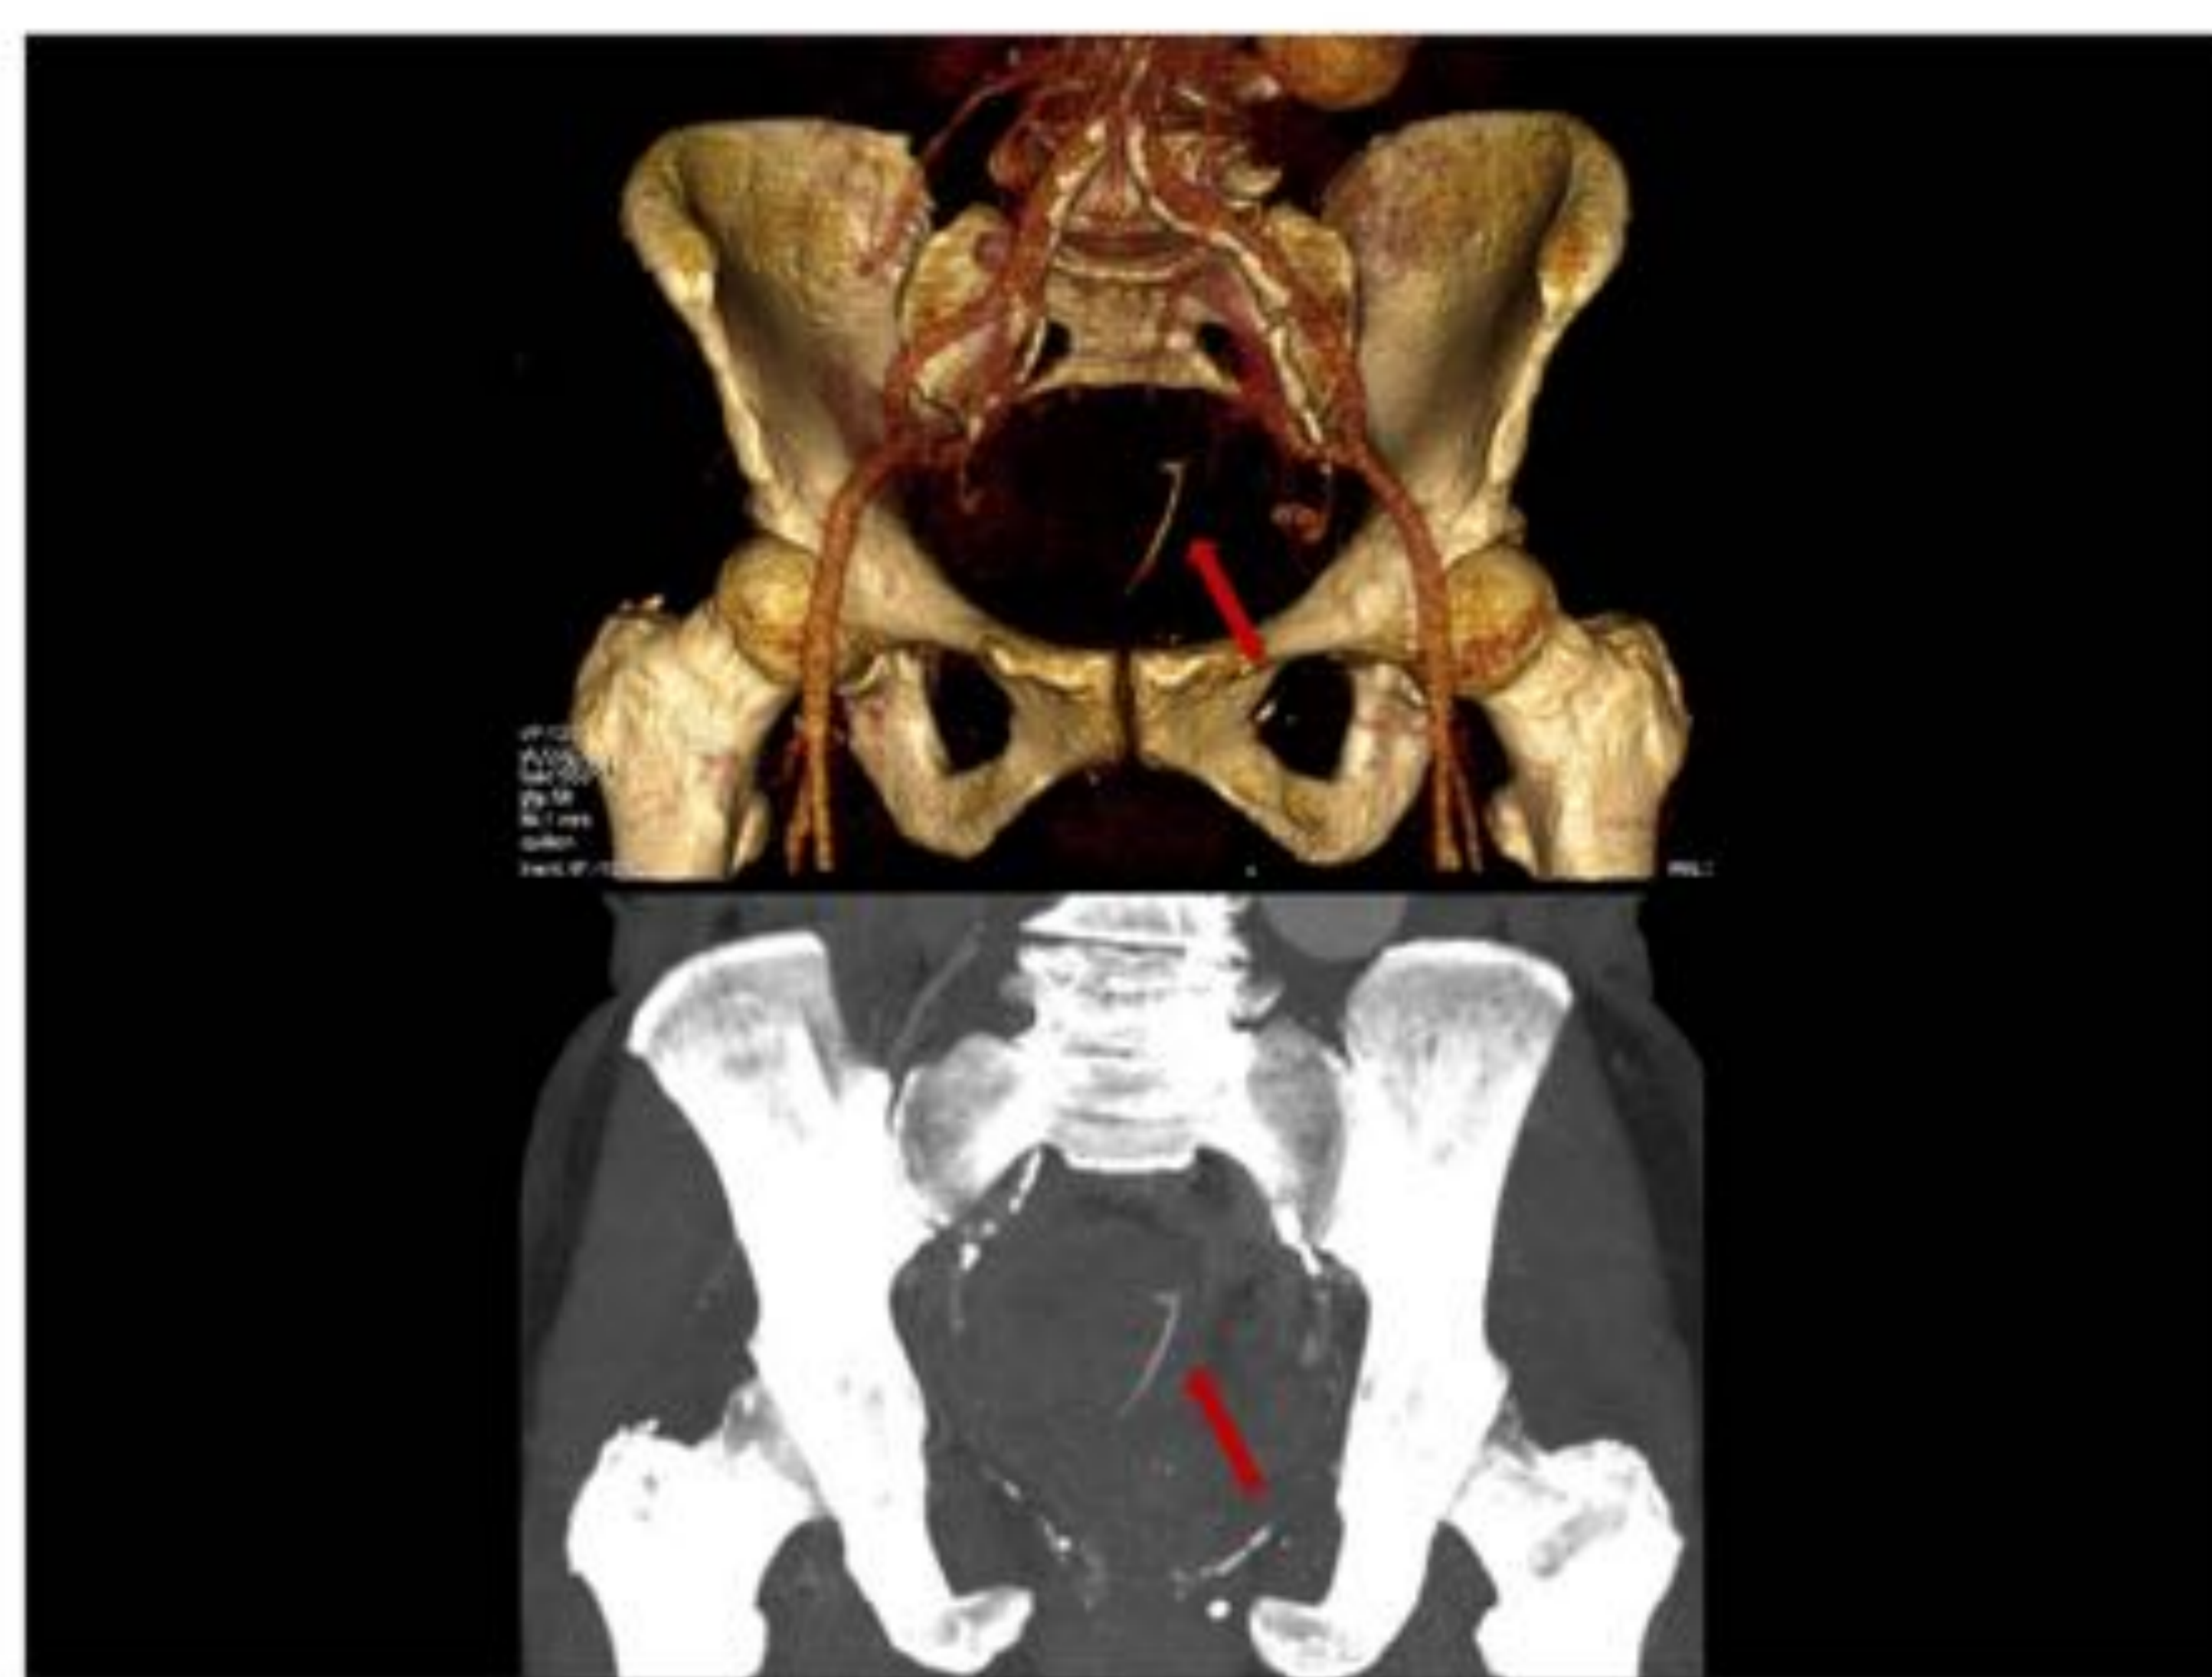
El TC muestra un hueso de cordero (flecha) impactado en colon, en un paciente con dolor abdominal. El hueso se extrajo mediante endoscopia.
